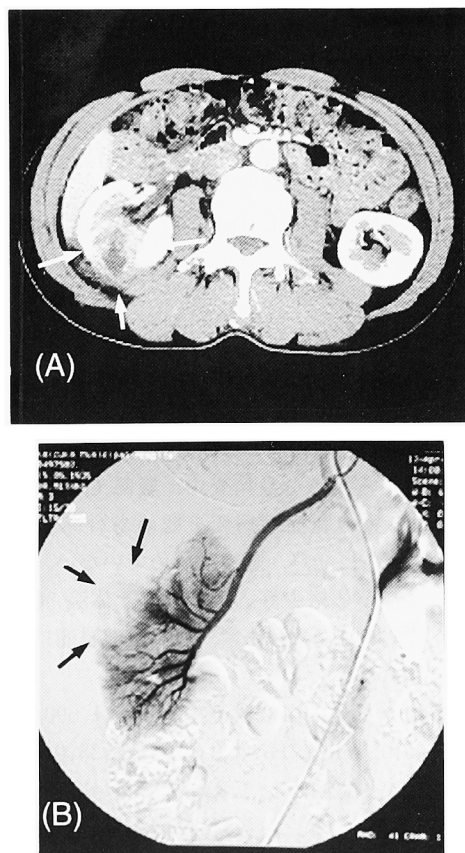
Abdominal CT revealed enhanced mass lesion in the middle portion of the right kidney in early phase (A). Renal angiography showed a hypervascular area in the middle portion (B).
